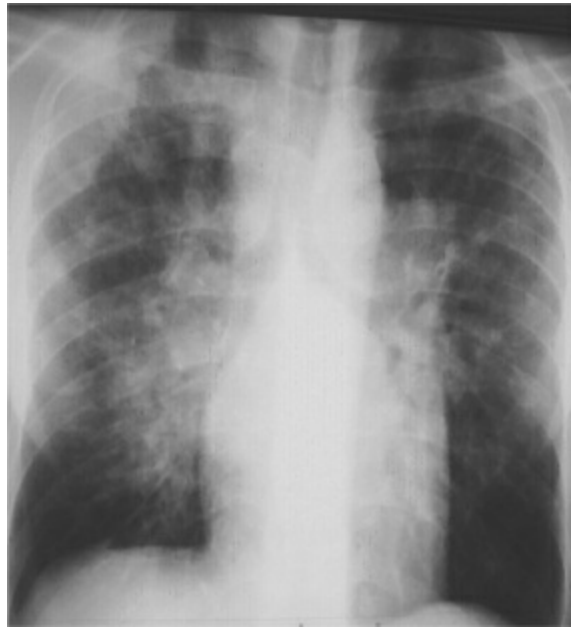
Radiographie de thorax présentant des opacités réticulaires sans bronchogramme aérien.
